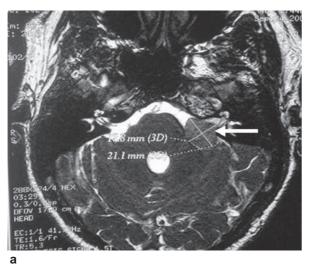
IRM de l'angle pontocérébelleux.
